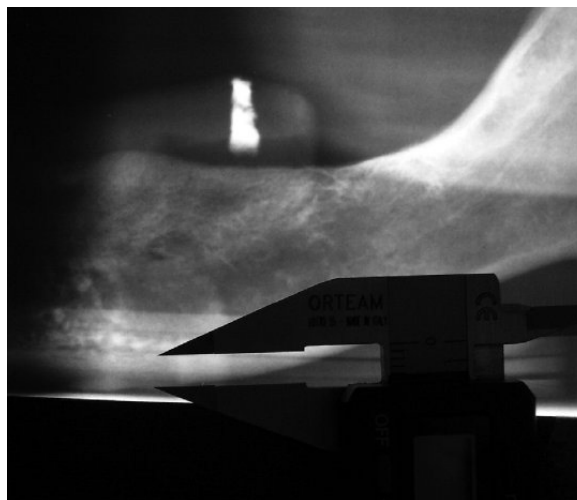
Medidas realizadas radiografias panorâmicas. [DUTRA *et al.*, 2007]
